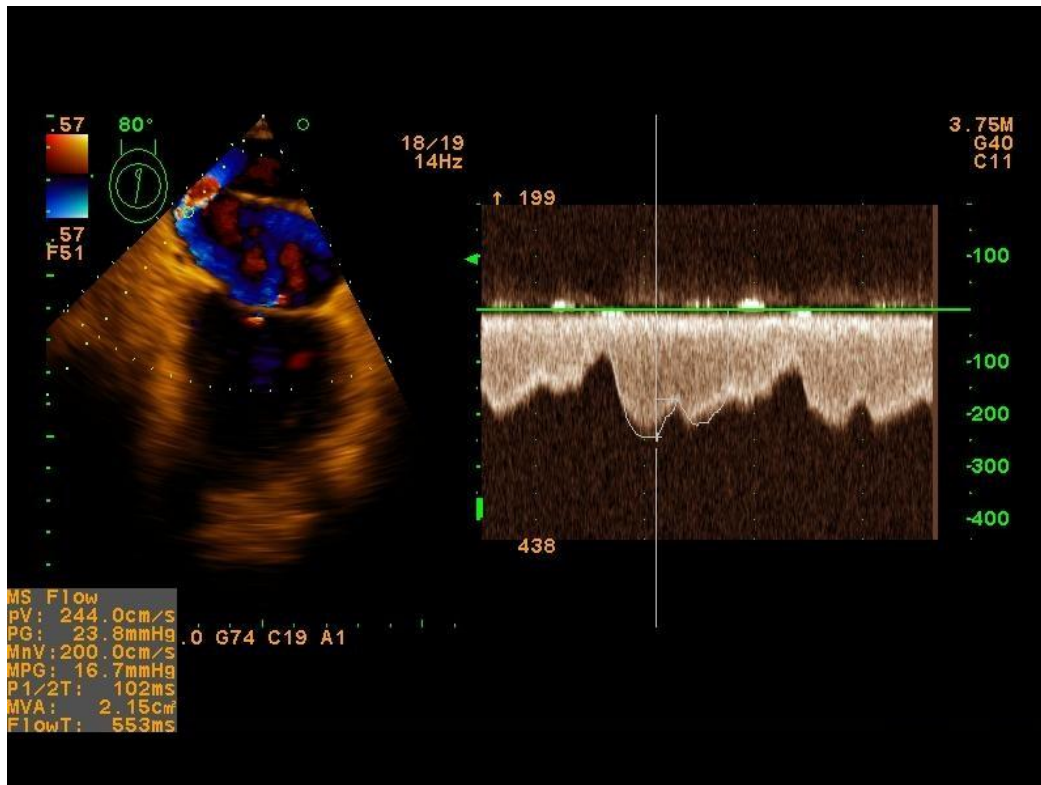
Ecocardiograma trans-esofágico. Gradientes a través del orificio comunicante
